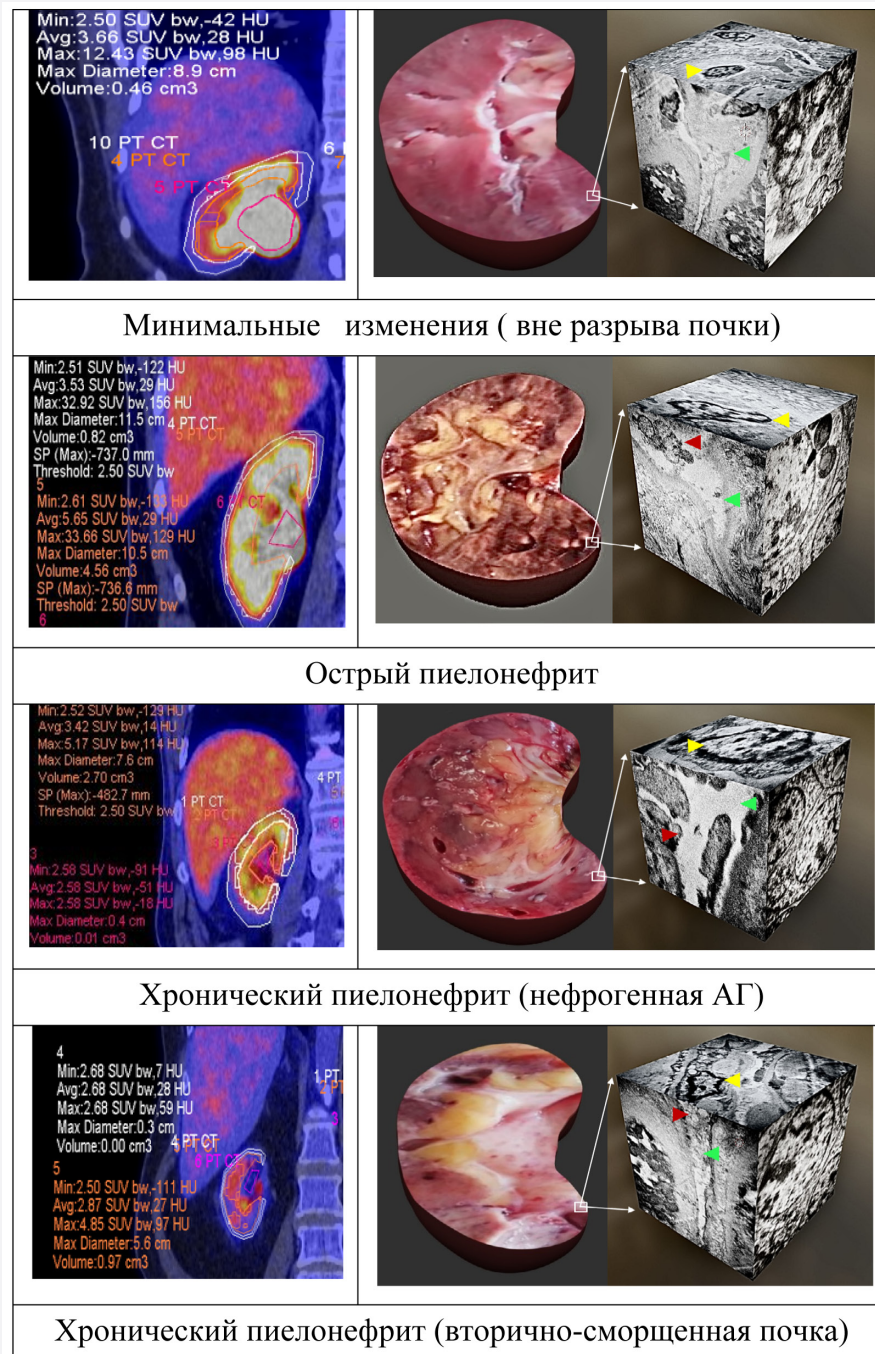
Взаимосвязь показателей SUVmax с анатомической 3D-реконструкцией почечной паренхимы и блочной ультраструктурной 3D-реконструкцией нефрона
